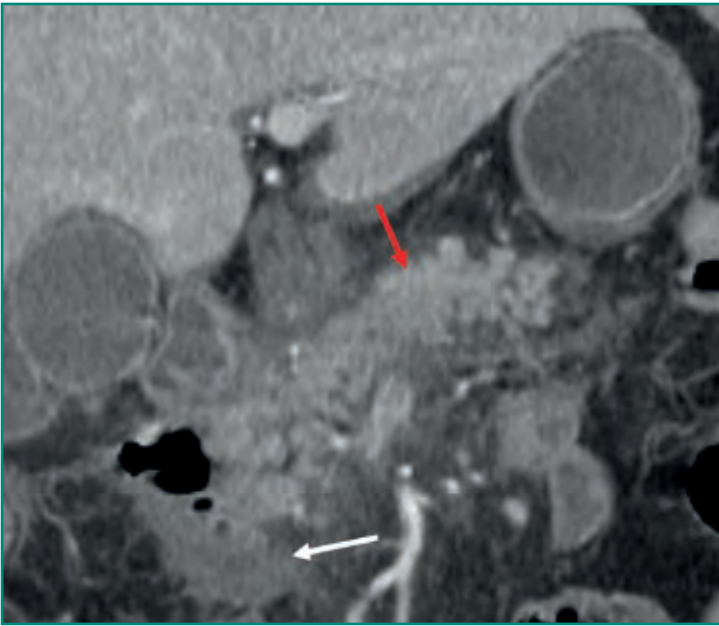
TC coronal en la que se observa una inflamación del páncreas (flecha roja) y una colección aguda peripancreática (flecha blanca).
